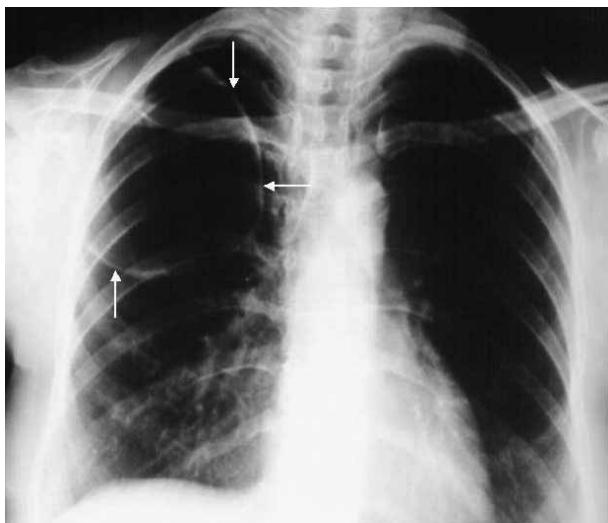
Radiografía simple de tórax en la que se observa una imagen quística correspondiente a un quiste broncogénico vacío (flechas).
